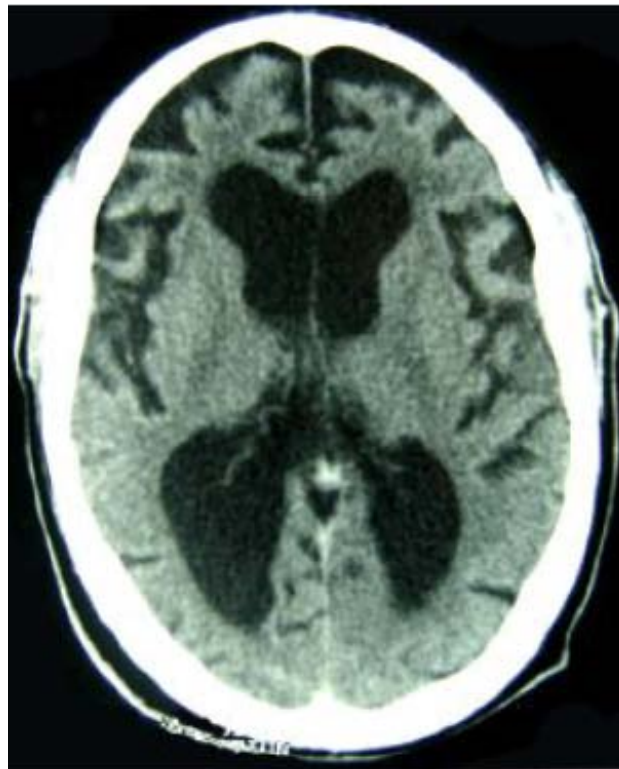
TDM cérébrale en coupes axiales :
